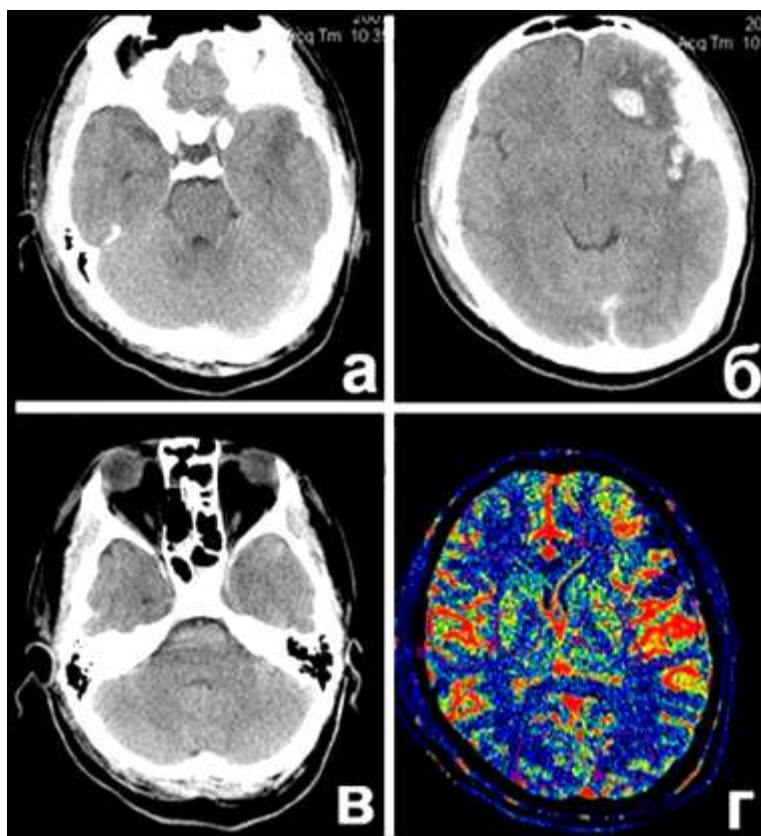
Данные КТ и КТ-перфузия головного мозга на 3 сутки после травмы.
